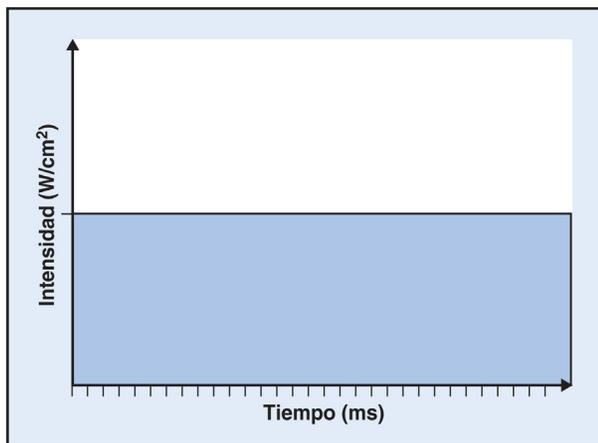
Ultrasonido continuo.
